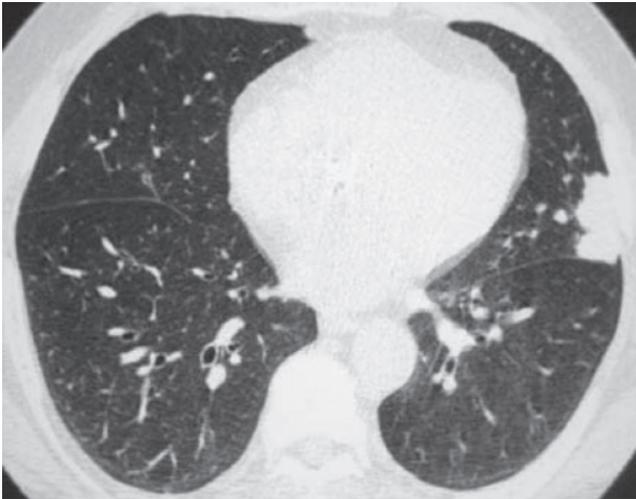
Узелковая форма AL-амилоидоза легких. Компьютерная томография высокого разрешения: множественные узелковые тени размером около 3 см с крупным субплевральным образованием в левом легком [6].
